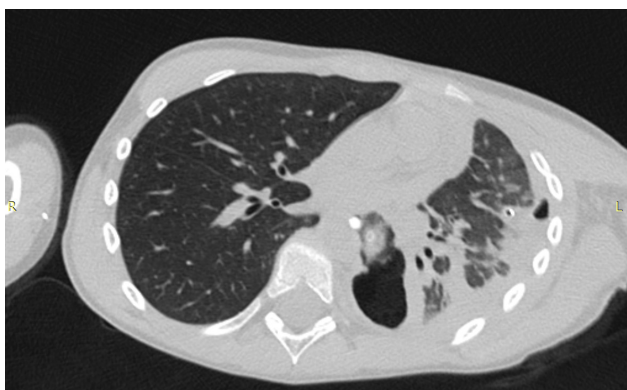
КТ-изображение сформировавшейся грануляционной полости, открывающейся в средостенно-плевральное пространство
